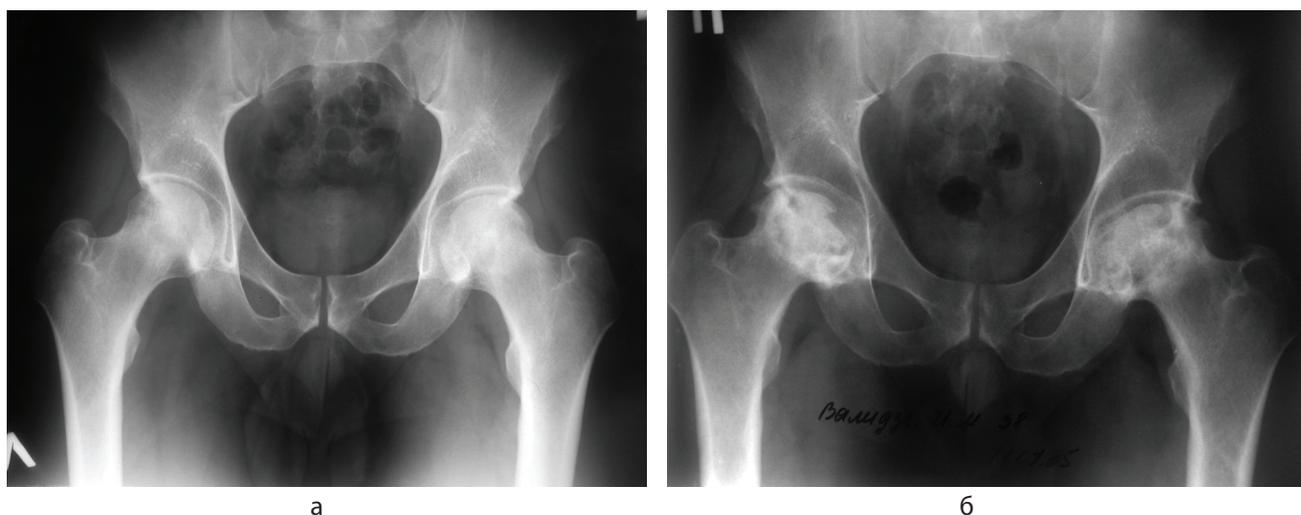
Рентгенограммы больного В., 43 лет. а) Нормальная рентгенанатомия ТС; б) Разрушение головок обоих бедер через 7 месяцев после появления первых клинических проявлений заболевания.
